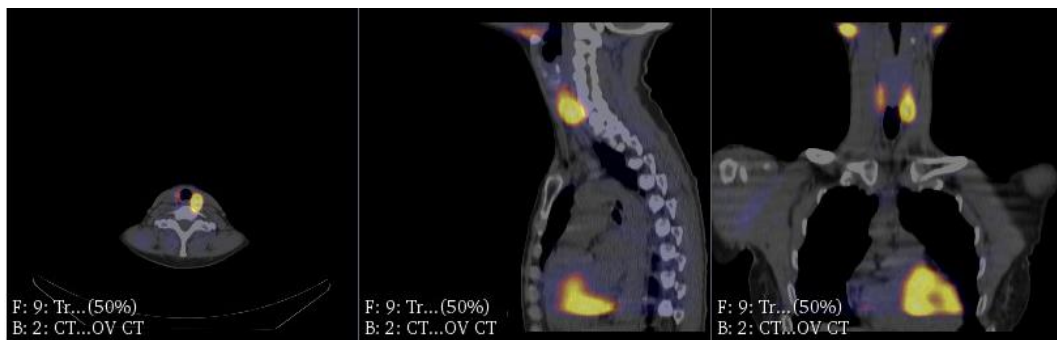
Localització de la patologia mitjançant imatges SPECT/CT
